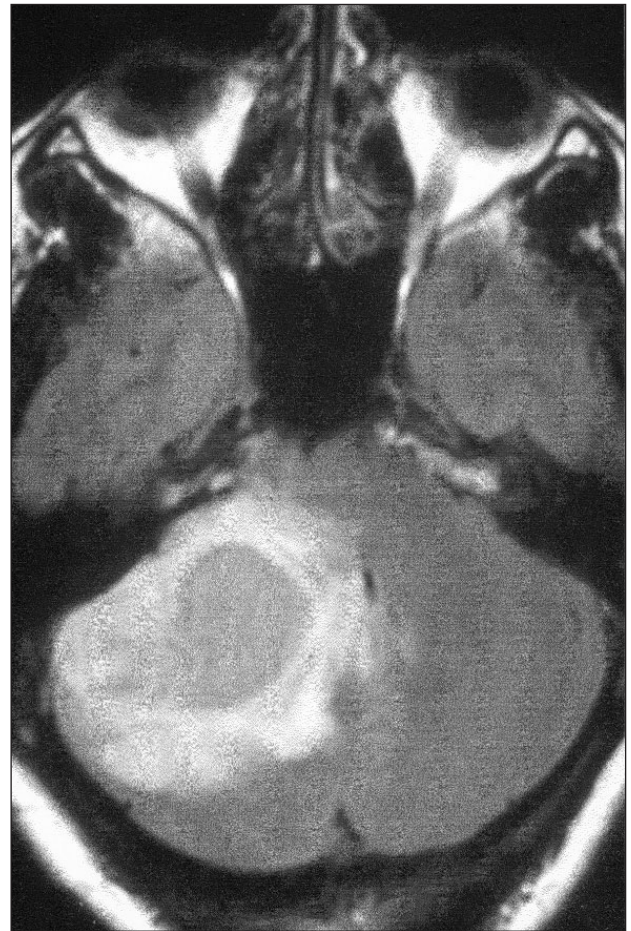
RM cerebral en corte axial que muestra el tumor rodeado de un importante edema.
